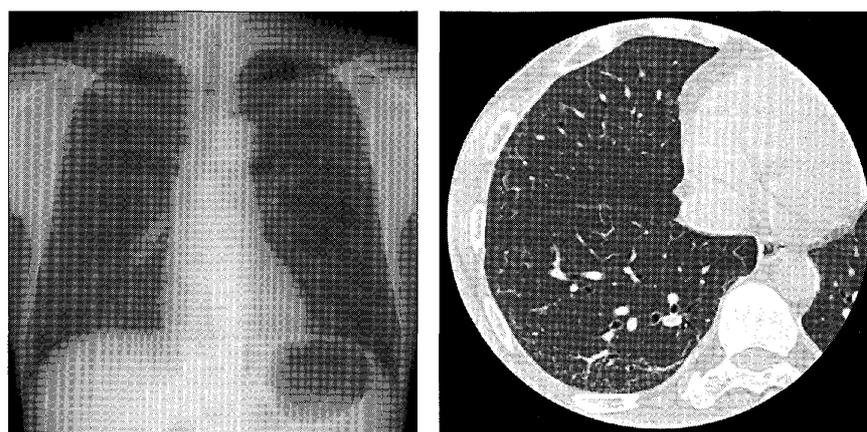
初診時の胸部レントゲンと HRCT 所見
